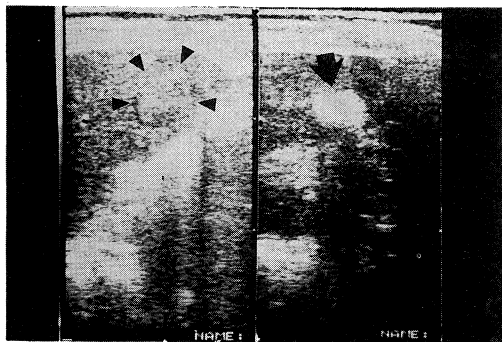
Ultrasonograph of HCC before (left) and after (right) PEIT. Isoechoic tumor (arrowheads) changed to hyperechoic area (arrow) just after PEIT.
